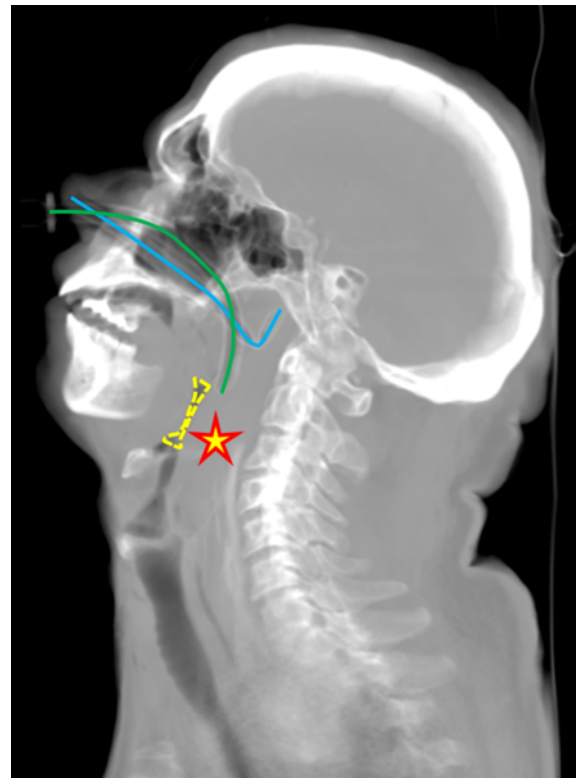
Sagittale CT-Rekonstruktion von Kopf und Hals. Dargestellt sind zwei Wendel Tuben (blaue und grüne Markierung), wobei der blau markierte Tubus nach rostral abknickt. Beachte die Markierung der Verengung des Hypopharynx (gelb gestrichelte Linie) aufgrund einer ausgeprägten Blutung (Stern).
